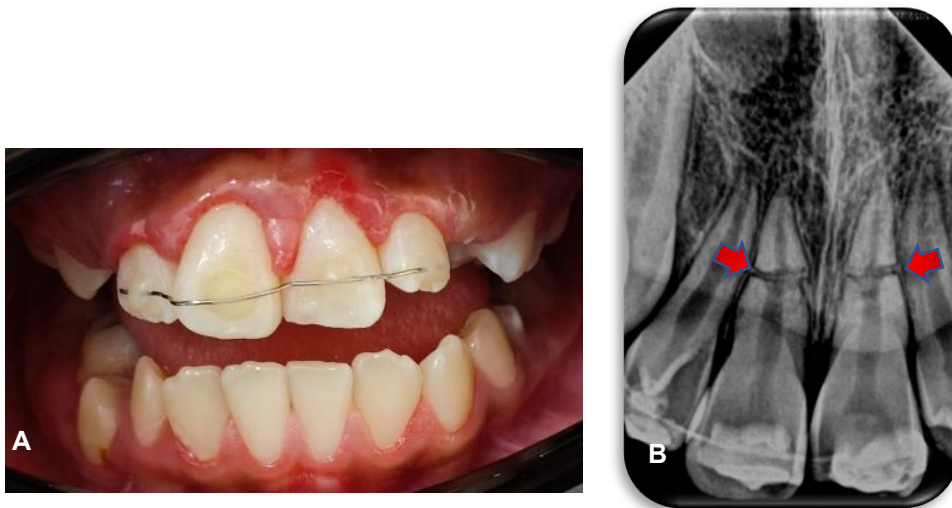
A: Cambio de férula por alambre de ortodoncia del #10 con puntos de resina. B: Radiografía ortoradial con evidente aposición de tejido calcificado entre los fragmentos fracturados. (fuente propia)
